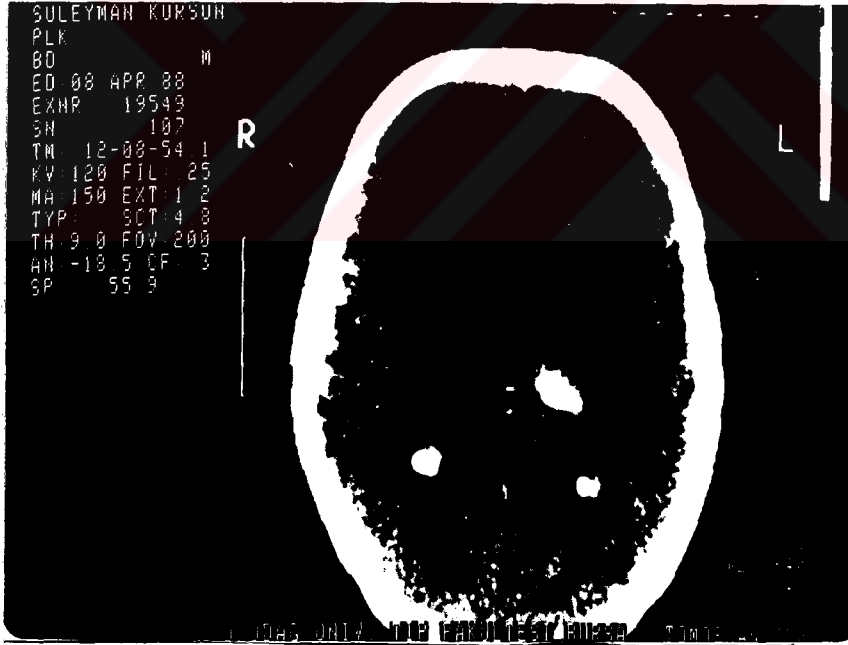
16 nolu vak'anan CT si, solda inferior frontal infarktı olan hastanın afazi testi sonucu Broca olup lezyonla uyumlu idi.
